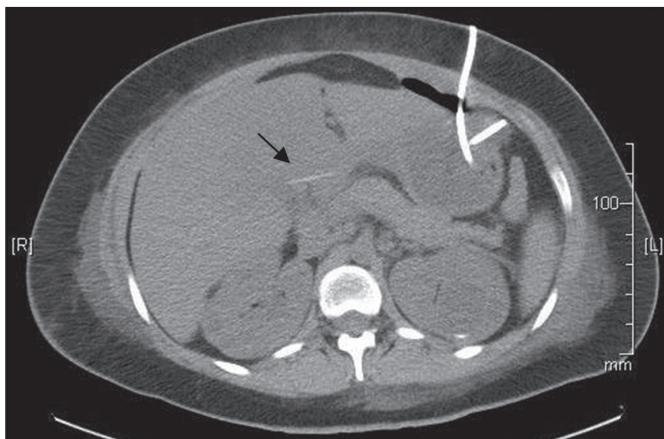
Tomografia de abdômen evidenciando a presença de corpo estranho (seta).
